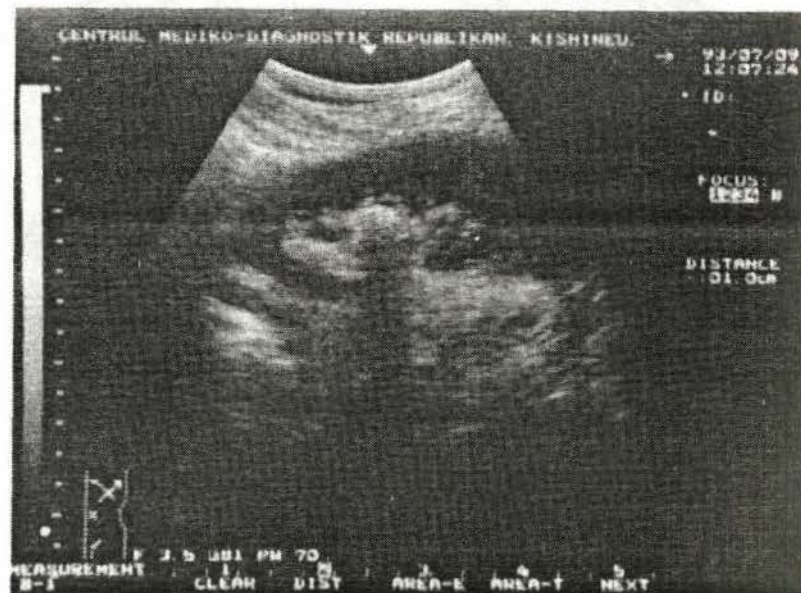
Sonografie. Calculi renali.
